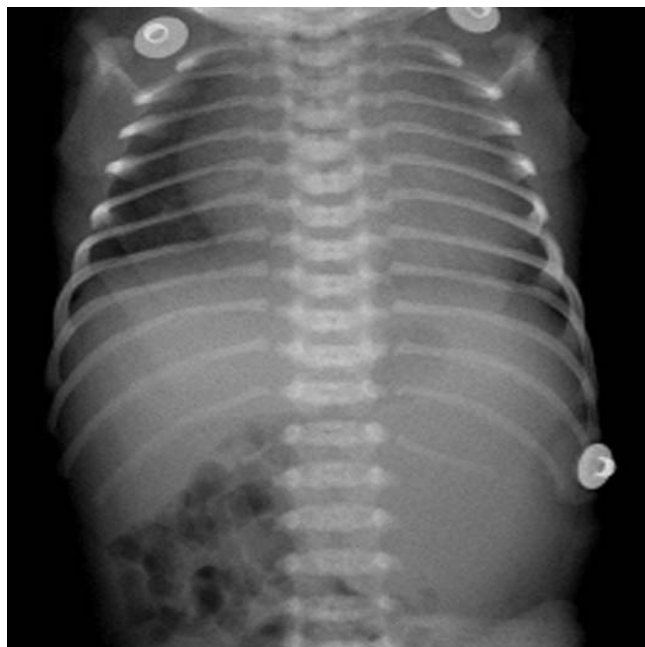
Chest X-ray checked at 1 day of age reveals cardiomegaly.
